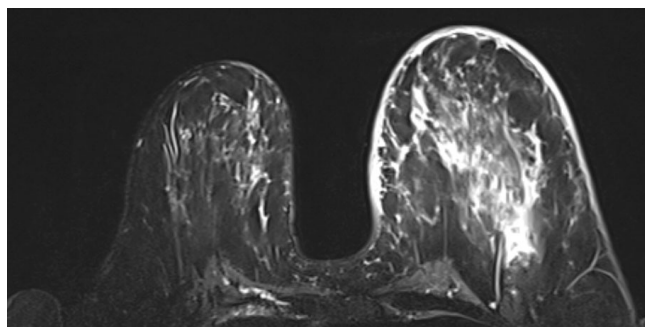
T2-TSE МР-томограмма с жироподавлением: определяются увеличение размеров и диффузный отек паренхимы, подкожной клетчатки и кожи левой молочной железы у пациентки с отечно-инфильтративным раком молочной железы
